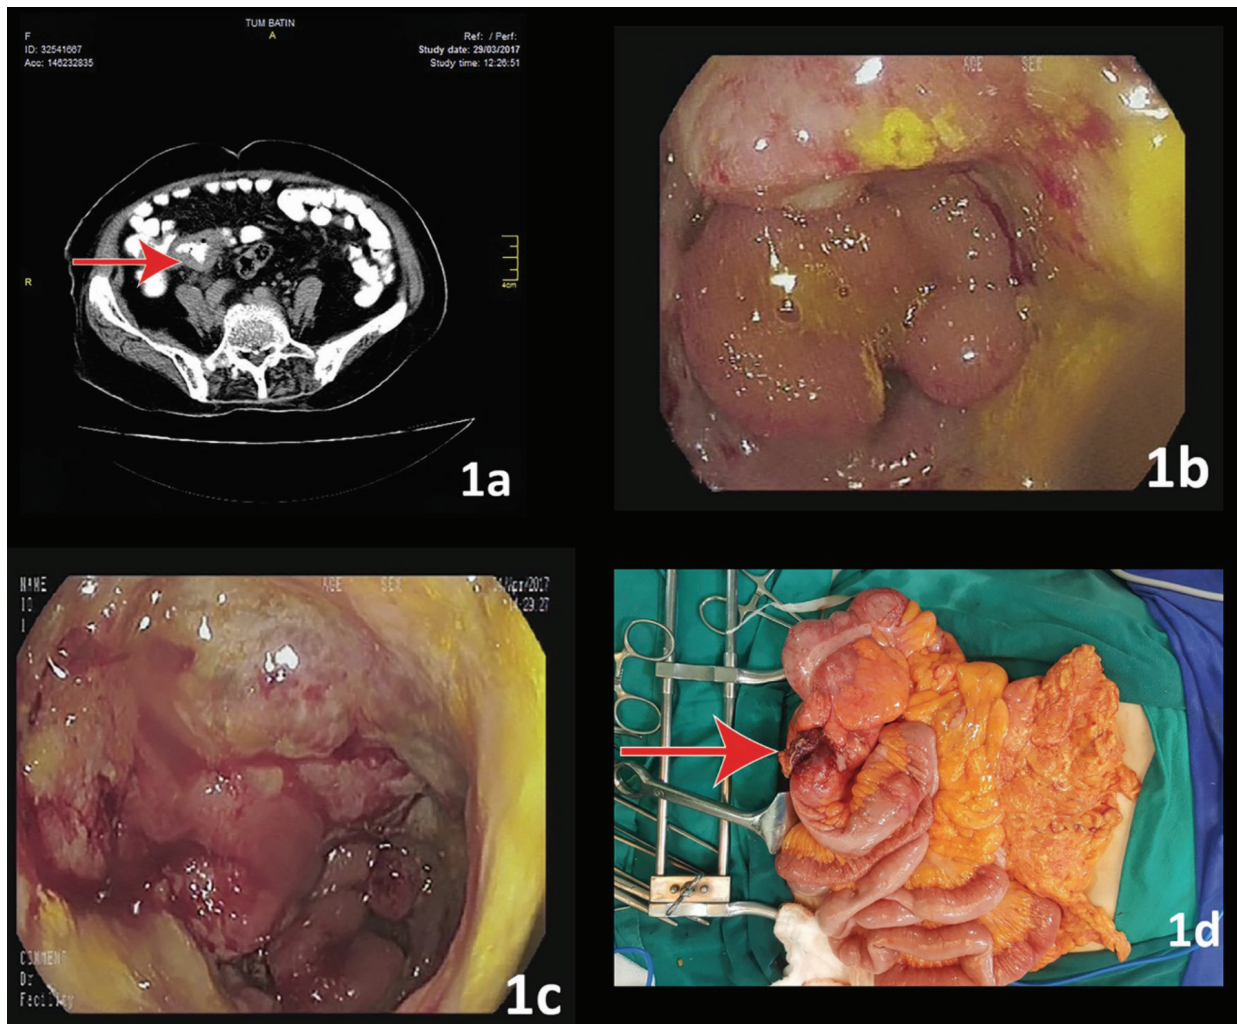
a) Abdominal computed tomography revealing the wall thickening surrounding the terminal ileum (red arrow), b) Colonoscopy revealing ulcerated mass in terminal ileum, c) Colonoscopy revealing ulcerated mass in sigmoid colon, d) Massive lesion occluding the terminal ileal lumen adherent to the abdominal wall (red arrow)
